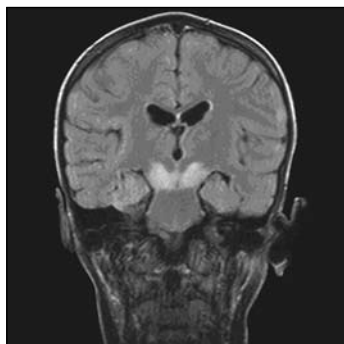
Resonancia magnética con contraste. Lesiones desmielinizantes en pedúnculos cerebrales.
